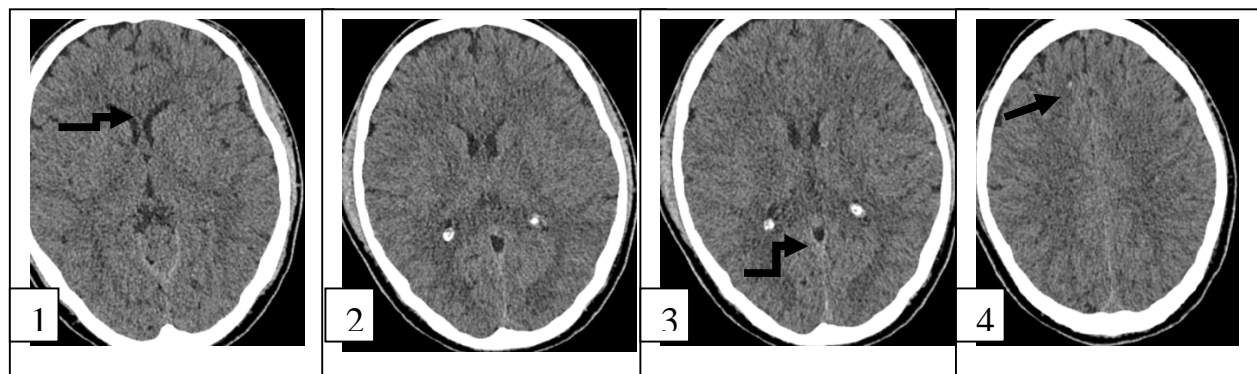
Пациент М., 19 лет. 5-е сутки черепно-мозговой травмы КТ-сканы: расширение передних рогов боковых желудочков (1–2), увеличение базальной цистерны (2–3), очаг мелкоточечного кровоизлияния в левой височной (3) и правой лобной (4) областях
